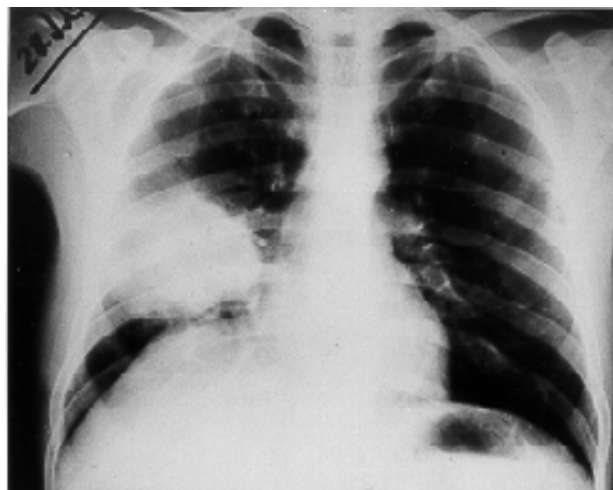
Caso 1: Radiografía de tórax en la que se aprecia una opacidad redonda, de bordes mal definidos, localizada en el lóbulo inferior derecho.
